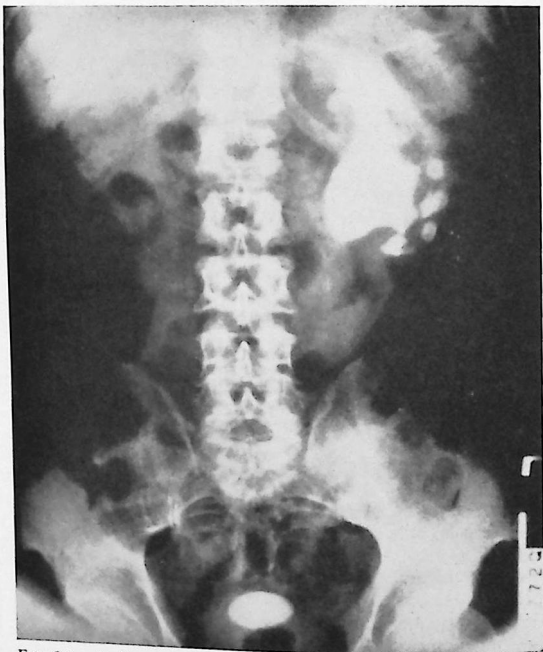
Radiografía directa del abdomen que muestra un cálculo en asta de ciervo del riñón izquierdo y un cálculo vesical.
